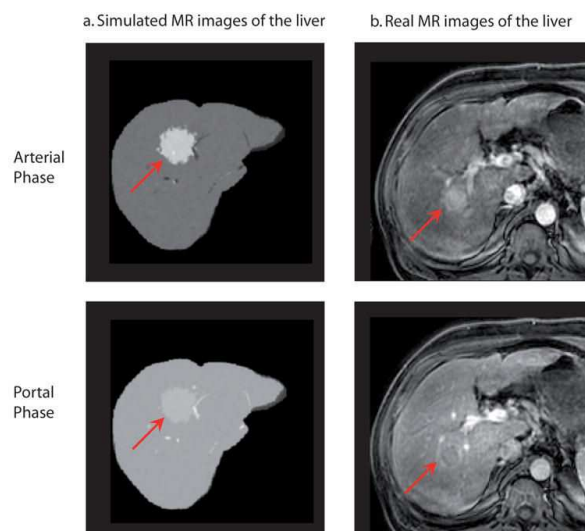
Comparaison d'images IRM a) simulées et b) réelles d'un foie atteint d'un carcinome hépato-cellulaire. Les flèches rouges indiquent la tumeur. Phase artérielle (16 s après injection). Phase portale (60 s après injection) (Mescam et al, 2007)
